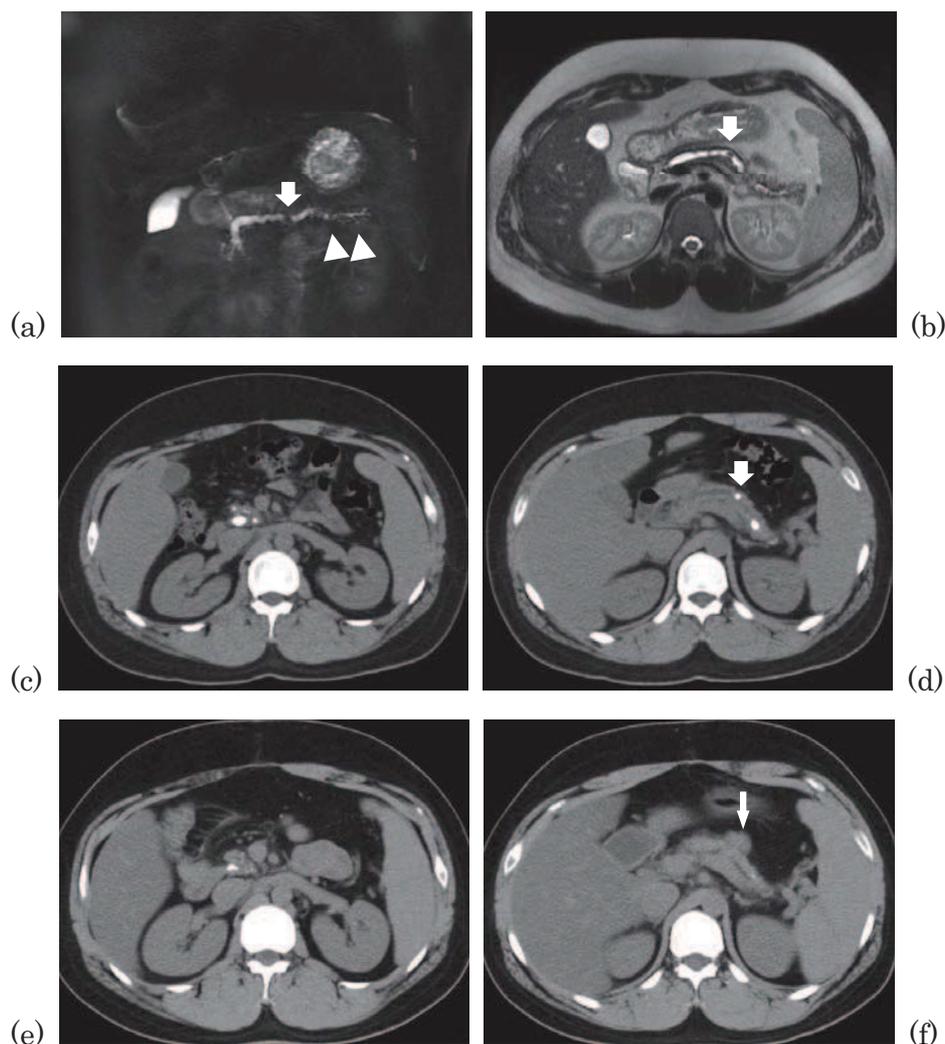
症例2の術前MRCP・MRIと術前後の腹部CT
